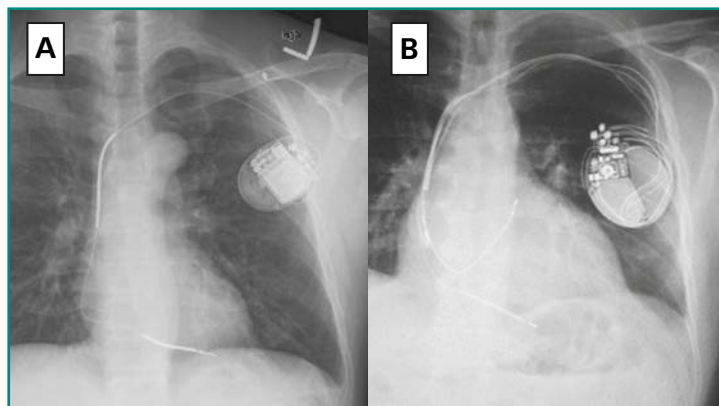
Radiografía PA de DAI monocameral (A) y DAI-TRC (B). Nótese la presencia de un único cable en ápex de VD (A), por un lado, y de dos cables (B), uno estimulando a través del seno coronario.
